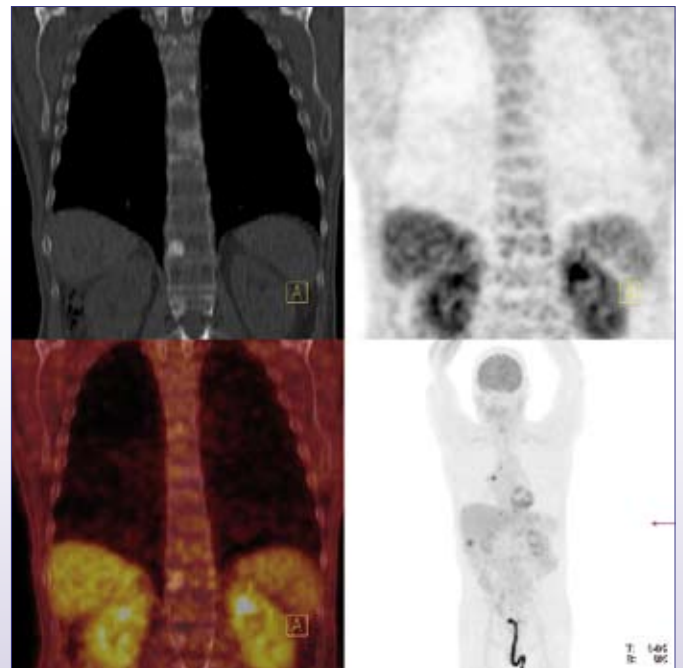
Follow up low dose PET/CT fused with contrast enhanced computed tomography after 3,5 months; decrease in ^{18}F -FDG positive tumoral mass and decrease in extent of mediastinal and liver metastases; sclerosis with no pathological ^{18}F -FDG uptake in the spine.
